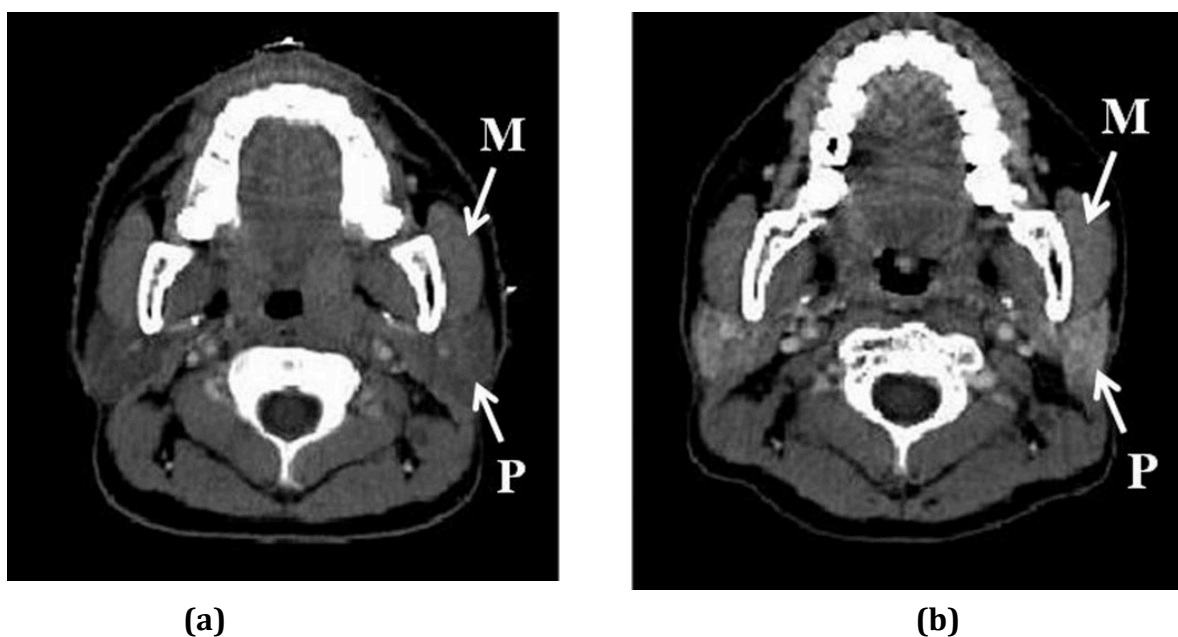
(a): Corte Axial de uma TC de um paciente com carcinoma nasofaríngeo antes da radioterapia, mostrando a densidade da glândula parótida sendo a mesma do que o músculo masséter adjacente. (b): corte axial de uma TC do mesmo paciente pós-radioterapia, mostrando um aumento da densidade da glândula parótida, quando comparada com o escaneamento pré-radioterapia. A densidade da parótida é maior que a do músculo masséter adjacente.
